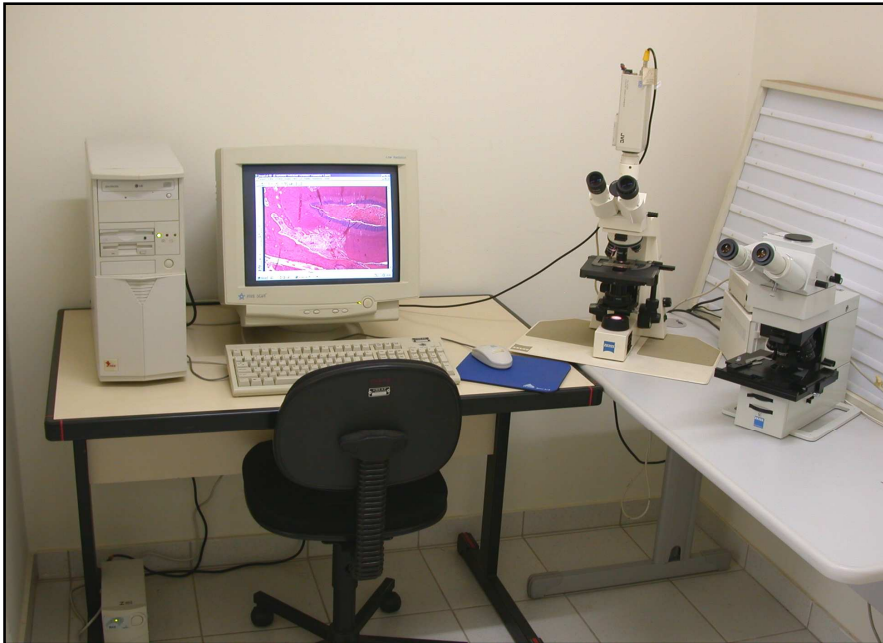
Equipamento utilizado na captação das imagens histológicas. Câmera digital (JVC TK-1270 Color Video Câmera) acoplada ao microscópio Carl Zeiss (AxioLab) e conectada ao computador.
